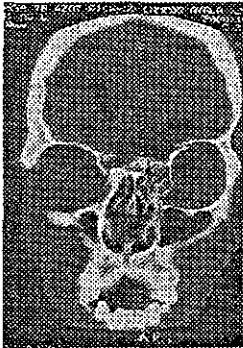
TAC. de cráneo simple en la que se aprecia fracturas múltiples con hundimiento en la región frontoetmoidal, techo orbitario bilateral y parietal derecho, así como presencia de neumoencefalo.
